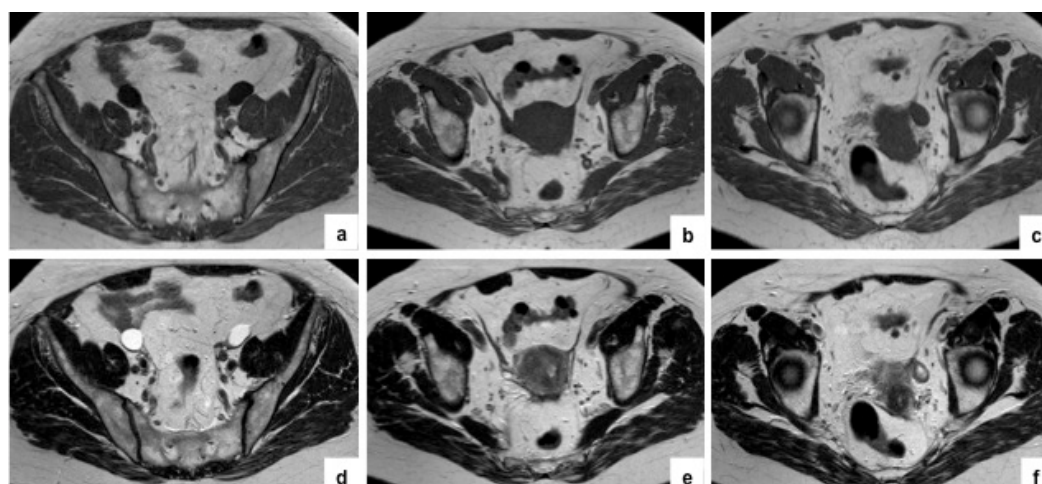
Imagens de RM ponderadas em T1 (a, b, c) e em T2 (d, e, f) no plano axial.
